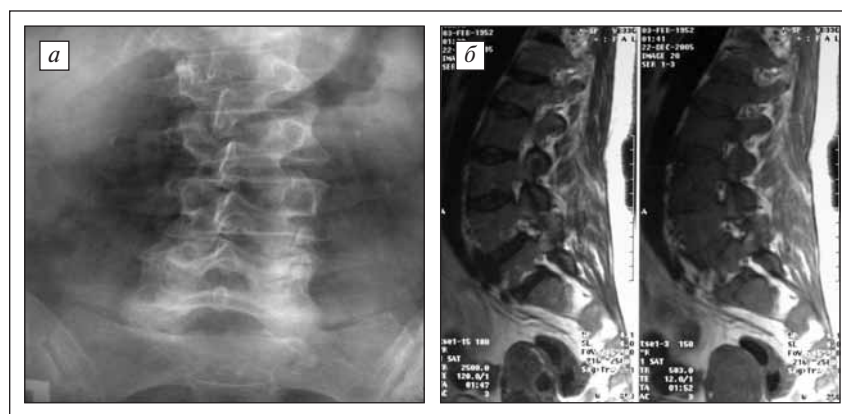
Рентгенограмма (а) и магнитно-резонансная томограмма (б) поясничного отдела позвоночника — компрессионные переломы тел позвонков L1, L3, L5
